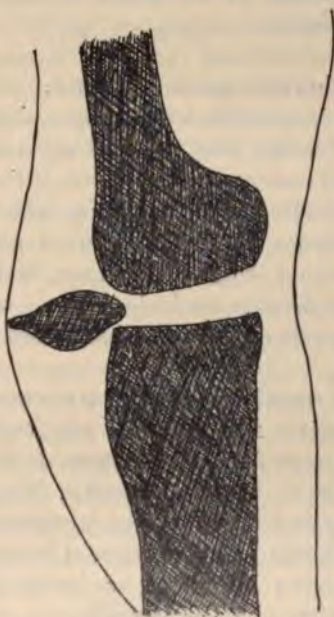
Luxation horizontale inférieure de la rotule (d'après une radiographie de Rutherford).
